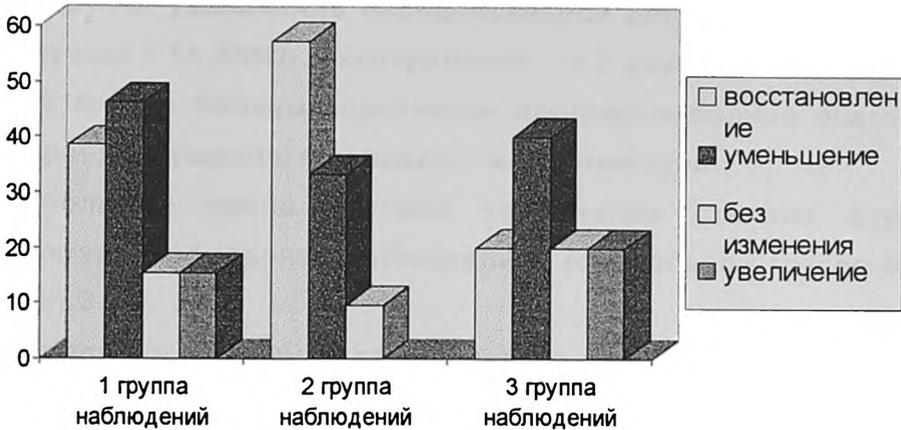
Результаты лечения фиброзного ВП по данным рентгенографии через 20 месяцев.
